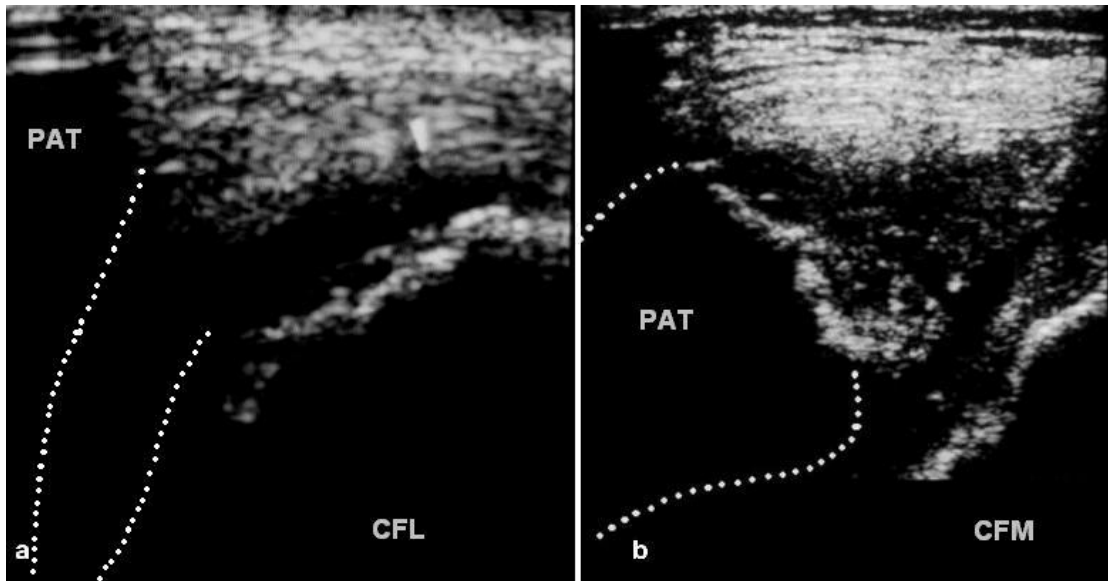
Obraz USG nieprzemieszczonego złamania kostno chrzęstnego, zlokalizowanego w zakresie bocznej części kłykcia bocznego kości udowej (projekcja poprzeczna przednio tylna).
